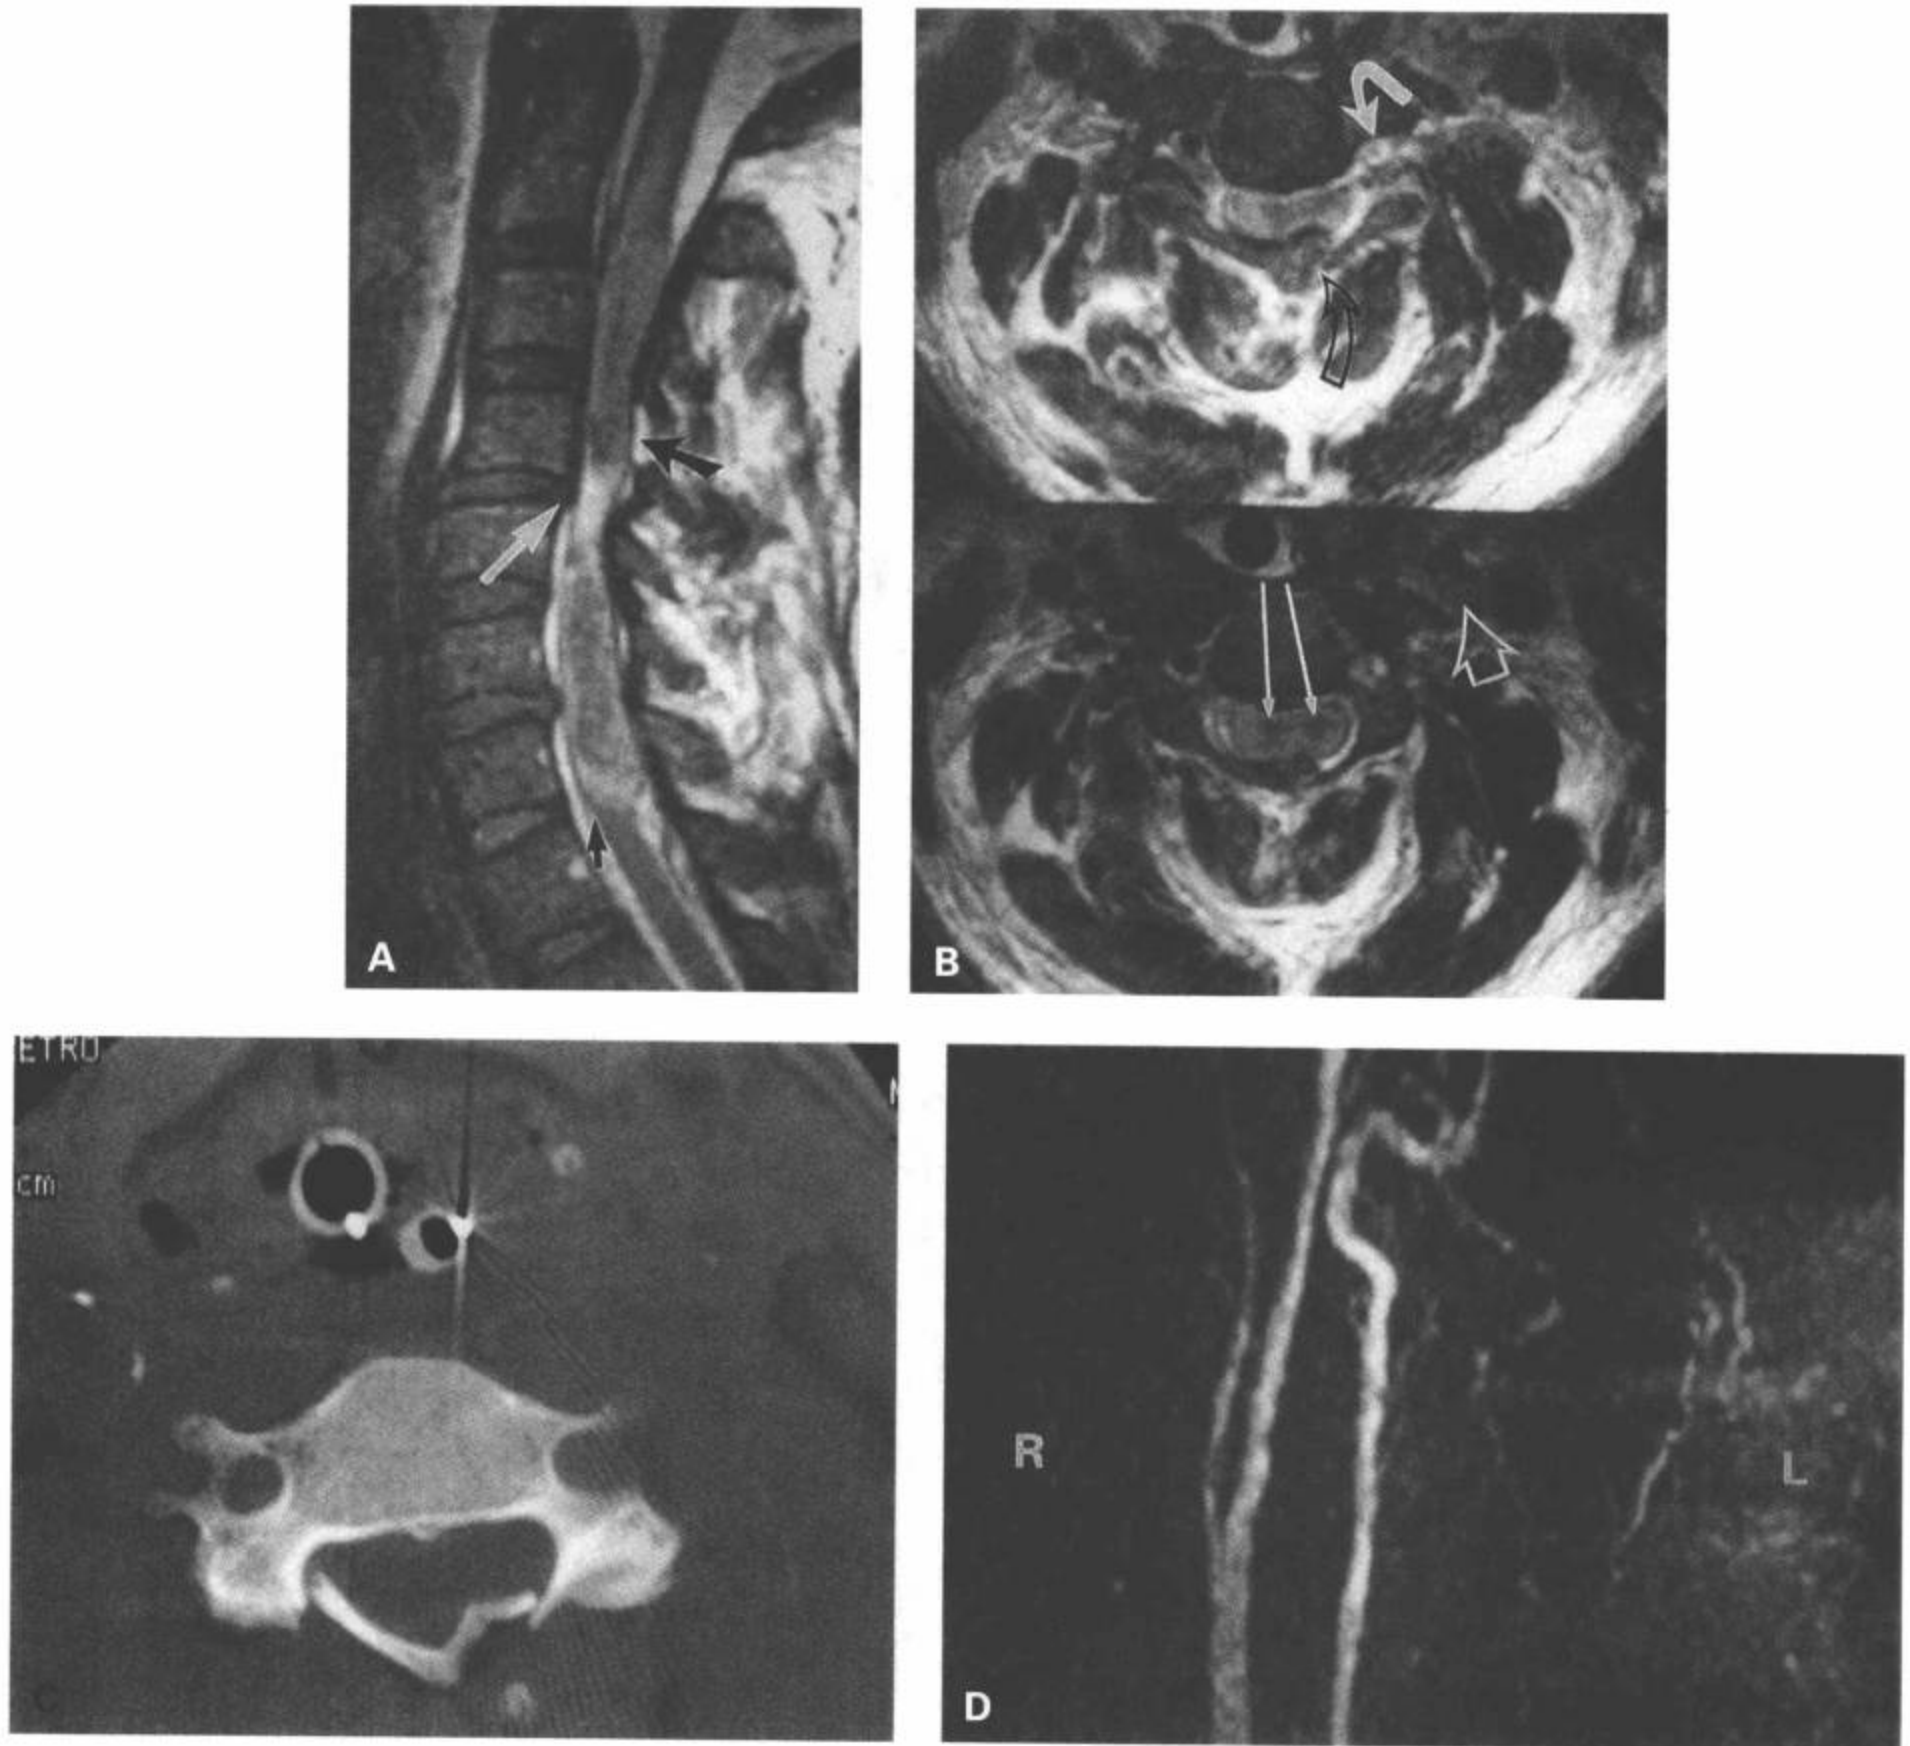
49 岁男性，铲车压伤。A：矢状面快速自旋回波（FSE）显示颈髓巨大的出血性损伤。水肿向上延伸到枕大孔水平。C4/C5 水平可见椎间盘突出（白箭），而且该段的颈椎有偏移。C4 水平的黄韧带断裂（黑箭）。注意尾侧的脊髓直径出现急剧的改变（小黑箭）。B：C3/C4 水平的横断面 FSE T2 加权图像显示椎板扭曲，后部硬膜外间隙受累（开口黑箭）。脊髓增粗、变形、内部正常的解剖特征消失。中央灰质部分的出血呈低信号（长黑箭）。显示左侧椎动脉（弯白箭）和左侧颈内动脉（开口白箭）无正常的流空信号，提示血流减慢或闭塞（与正常的右侧比较）。C：C4 水平 CT 横断面图像显示双侧椎板粉碎性骨折伴椎管狭窄。D：横断面采集的 2D TOF MRA 的最大密度投影图像显示右侧椎动脉和右侧颈动脉正常的流动相关增强，而左侧颈动脉和椎动脉缺如。（续）
